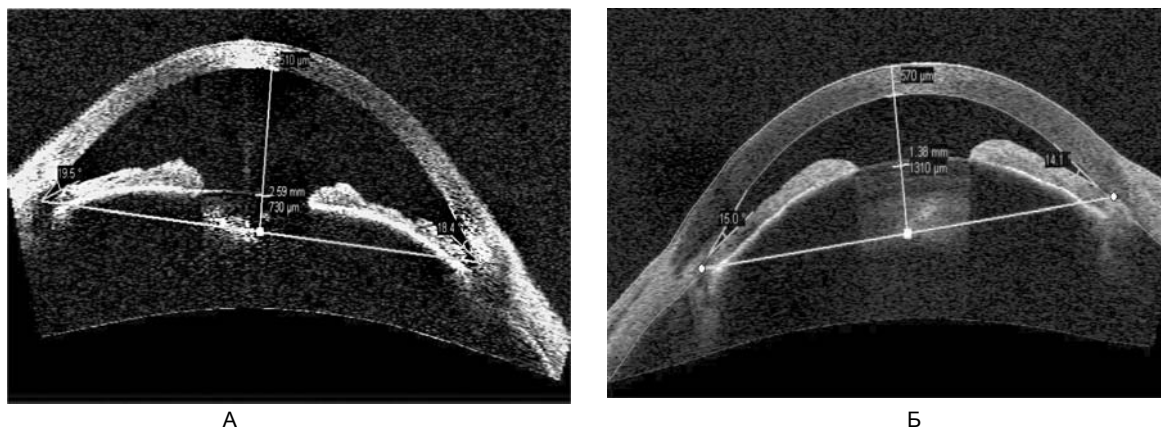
Оптическая когерентна томографія переднього відділу ока хворого: А – до операції; Б – після операції.
